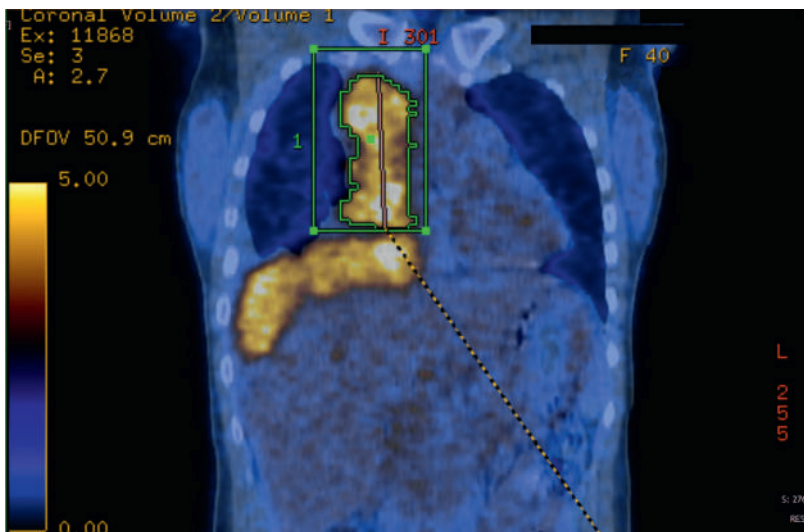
PET-CT zum Staging: Darstellung grosser Tumormassen paramediastinal und supradiaphragmal rechts.
